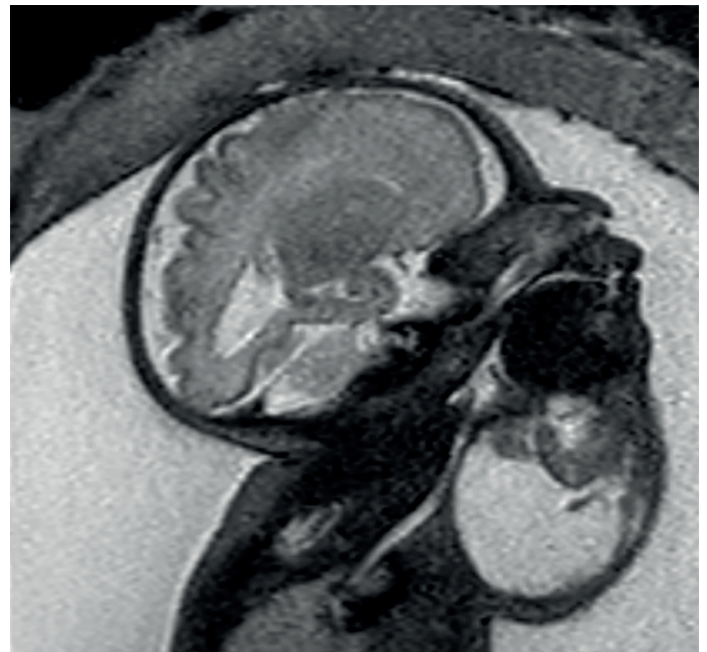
Resonancia a las 32 semanas, secuencia T2, feto con hiperextensión del cuello, secundaria a lesión quística, con escaso componente sólido en el hemicuello derecho.
